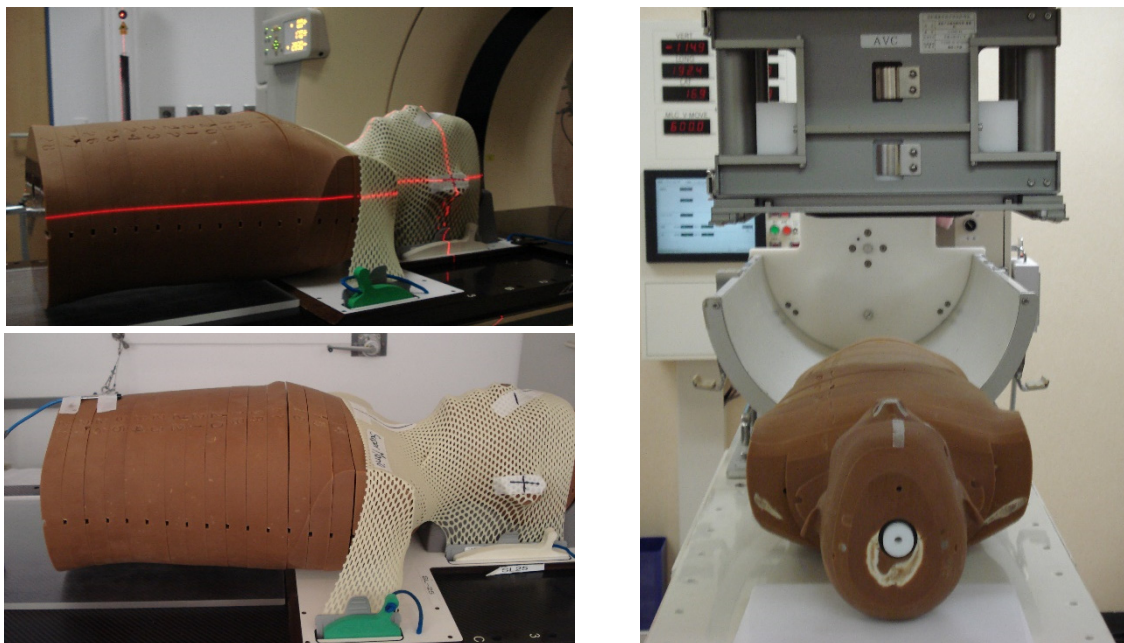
Phantom (CT-Scan) (links oben) und Bestrahlung (IMRT) am KGU, Frankfurt (links unten), Bestrahlung mit Kohlenstoff Ionen am NIRS-HIMAC, Chiba, Japan (rechts)
